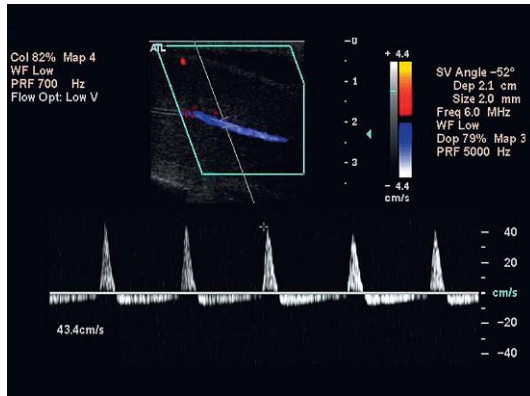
Trazado Doppler espectral en la fase de erección rígida completa. Obsérvese el mayor estrechamiento del pico de flujo aferente sistólico. El flujo eferente continúa durante la diástole, pero a una menor velocidad (comparado con la fig. 11.7).
